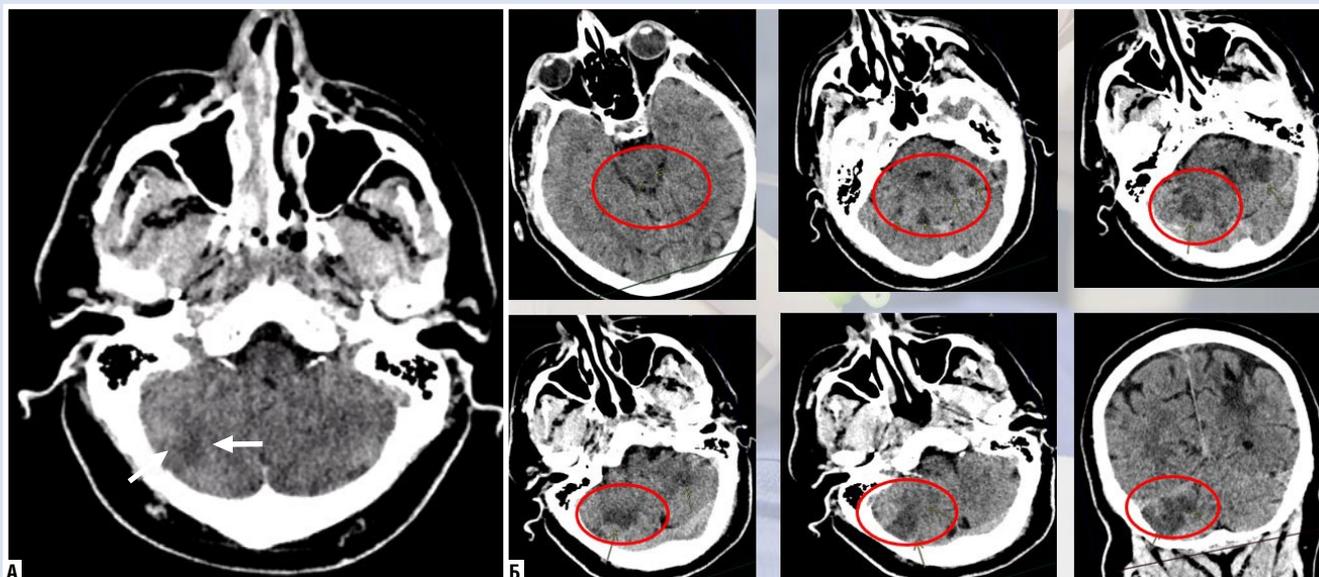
КТ. А — через 2 часа после операции; Б — через 48 часов после операции.
